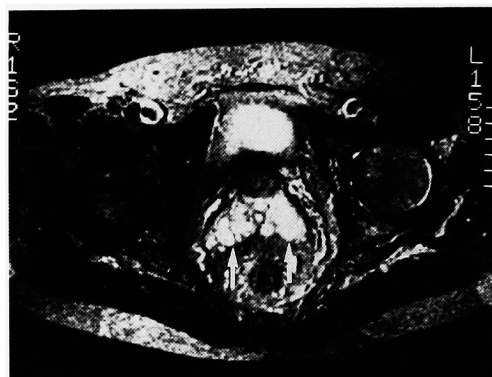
T2-WI of a case of Fig. 9: Bilateral seminal vesicle (arrow) showed an intensity as water on every images of MRI, so seminal vesicle invasion was neglected. No seminal vesicle invasion was identified pathologically.
